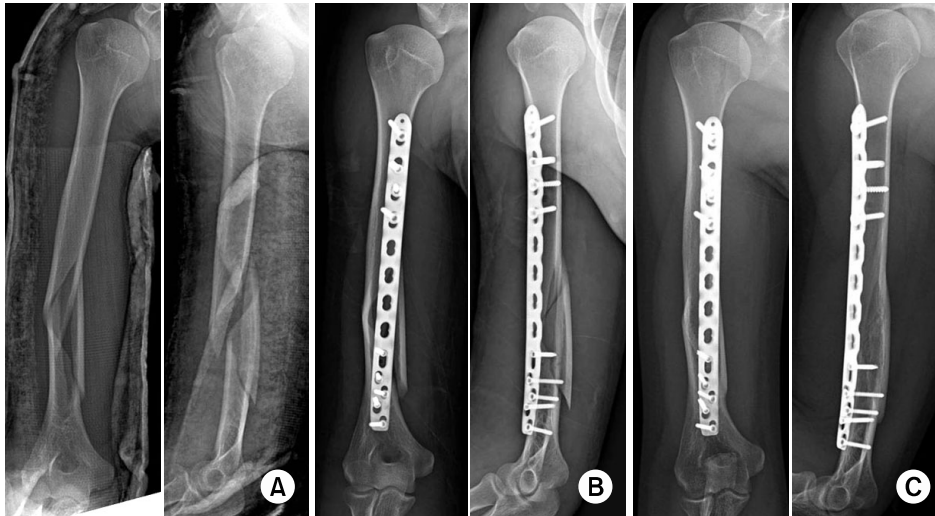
(A) Case of distal humeral shaft fracture of a 21-year-old man. Preoperative radiographs show distal humeral shaft fracture with a butterfly fragment. (B) Minimally invasive plate osteosynthesis using 3.5/5.0 locking compression plate was performed. The short distal fragment was fixed with five 3.5 mm screws. (C) Last follow-up radiographs show solid bony union without screw loosening.
